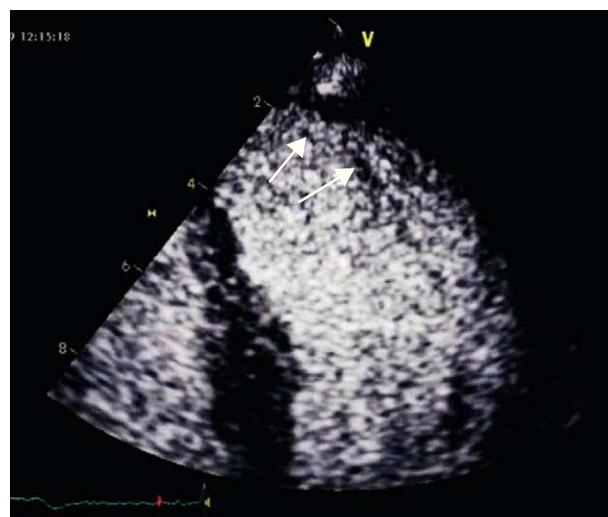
Zoom da região apical na incidência apical 4-câmaras após injeção de contraste individualizando-se a hipertrabeculação apical (setas).
